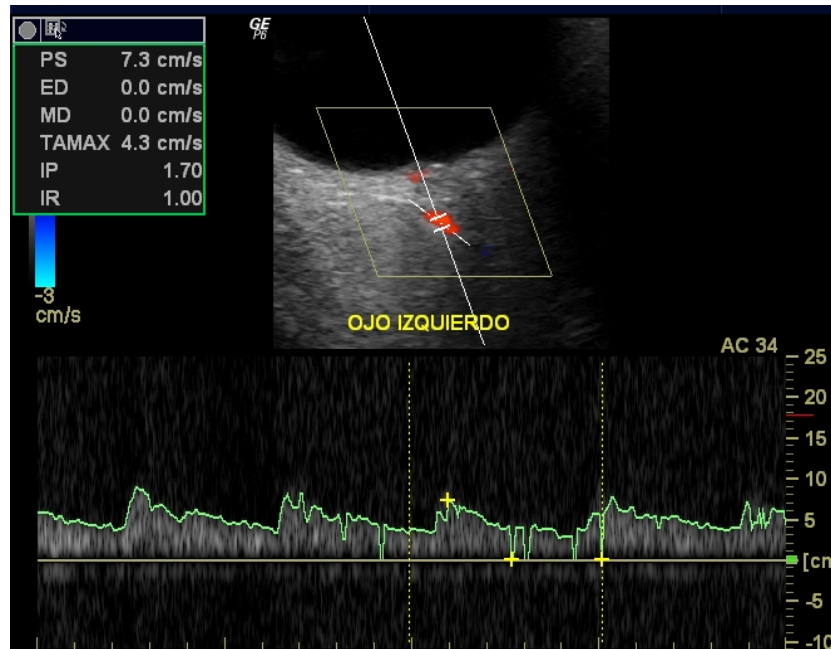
Estudio de ultrasonido con aplicación de Doppler color y análisis espectral, representando el espectro normal del ojo.
